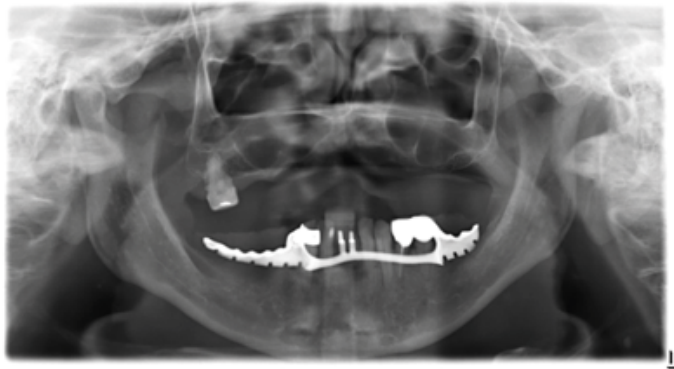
Radiographie panoramique du cas clinique 3
